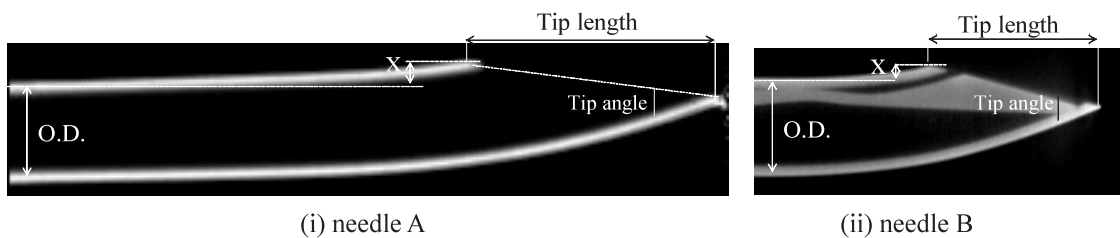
X線CTにより得られた針先端の断面形状。計測した値の位置が示されている。
